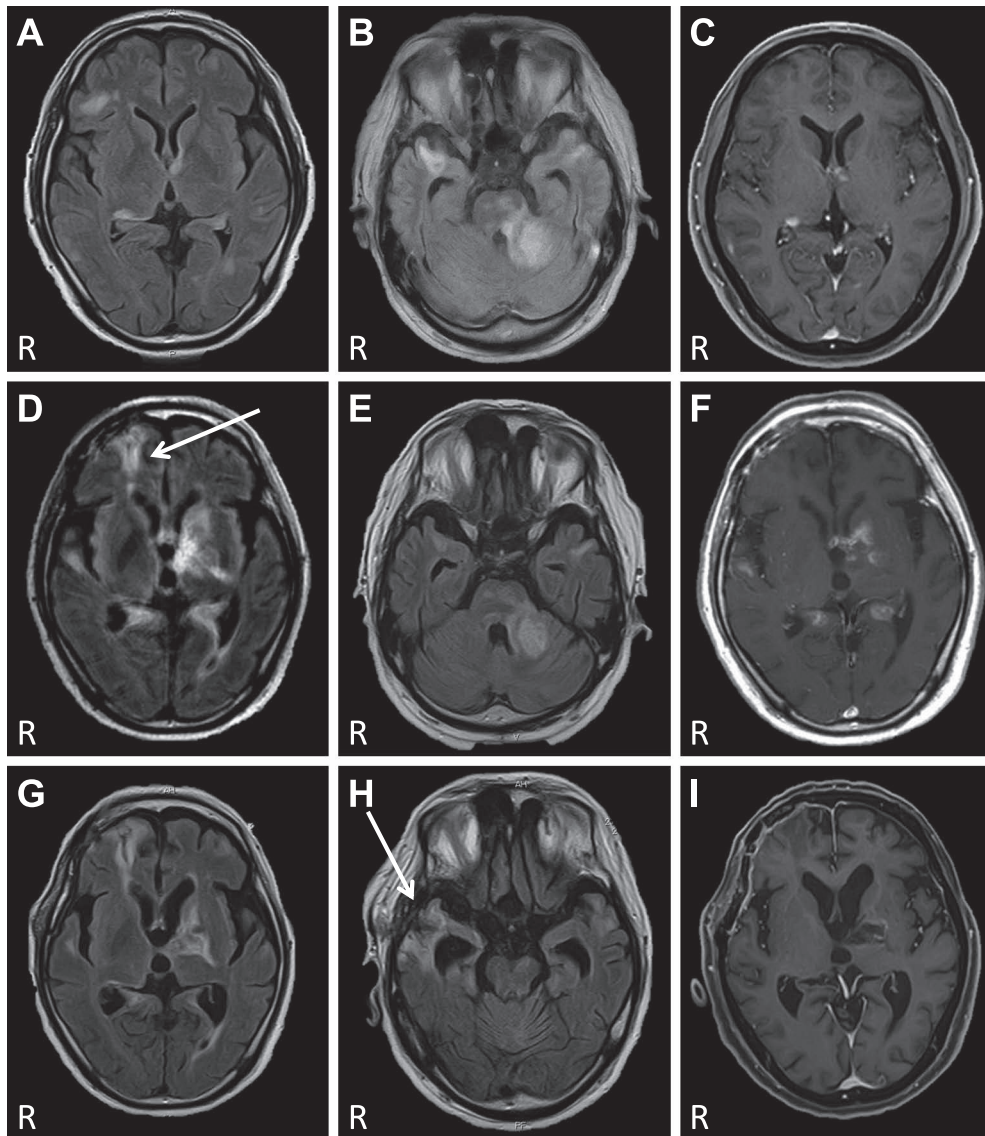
Progression and recovery of MRI lesions.
